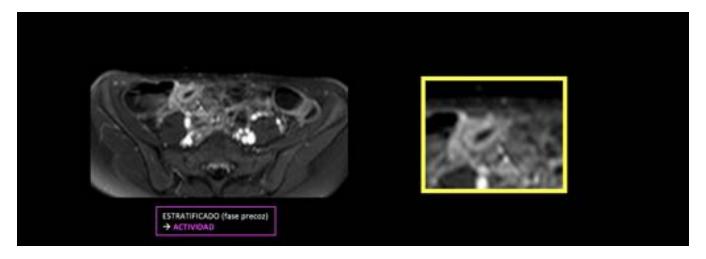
RM abdominal. Secuencias axial WATS con contraste i.v. donde se aprecia un realce estratificado de la pared ileal (realza la mucosa y la serosa, pero no la submucosa).
